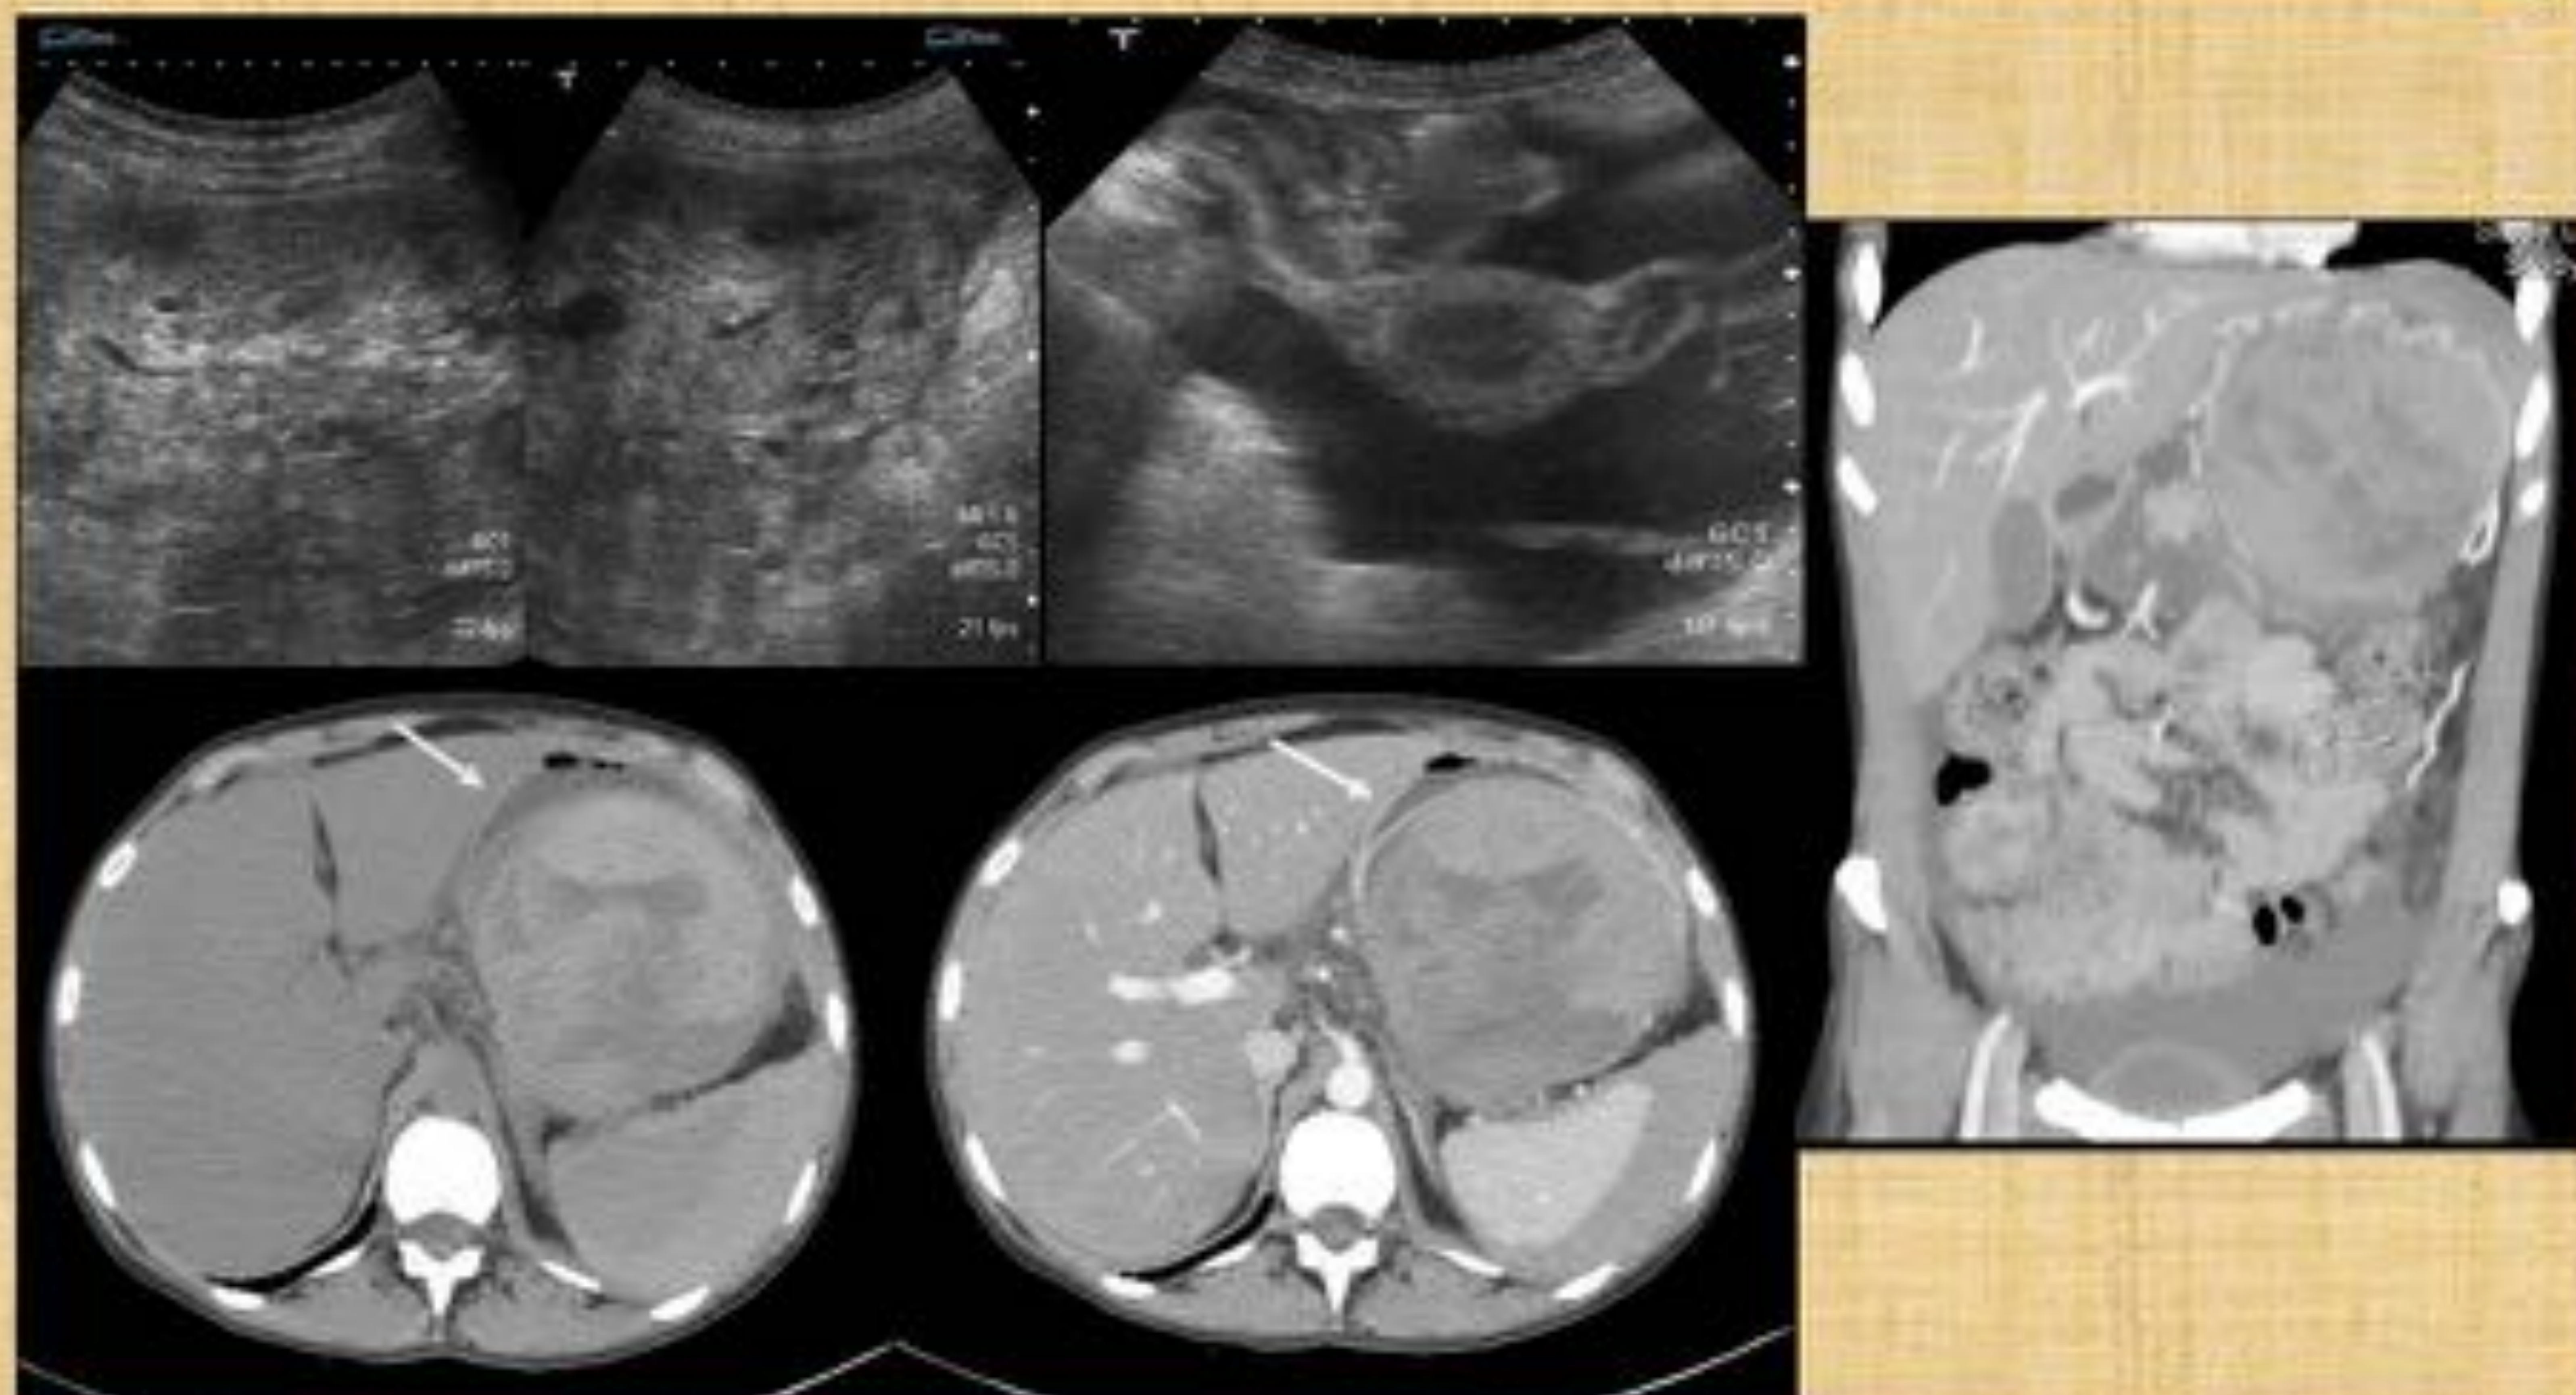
Paciente joven con enolismo crónico, dolor e hipotensión súbitas. La ecografía demostró una gran masa ecogénica sólida en el HI y líquido libre en Douglas. Se realizó TC que demostró el contenido denso y heterogéneo de la misma, así como una esteatosis asociada. No se identificó una órgano-dependencia de la misma y por su proximidad con la luz del estómago (flechas blancas) se interpretó como tumor GIST con sangrado. Se operó de urgencia demostrándose que se trataba de una gran aneurisma de arteria esplénica roto, en relación posible con antecedentes de pancreatitis agudas enólicas previas.
